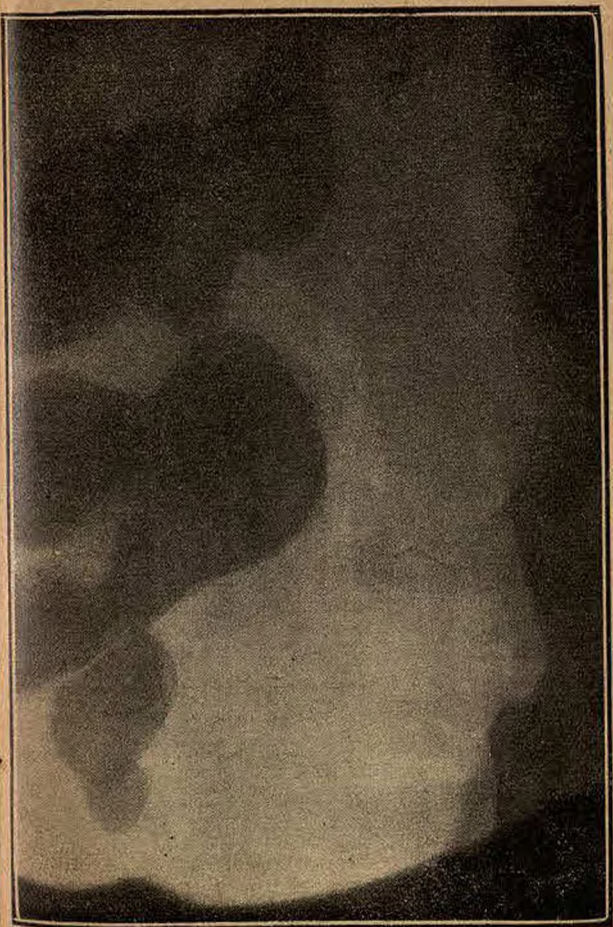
Radiografia di un grosso calcolo renale.
